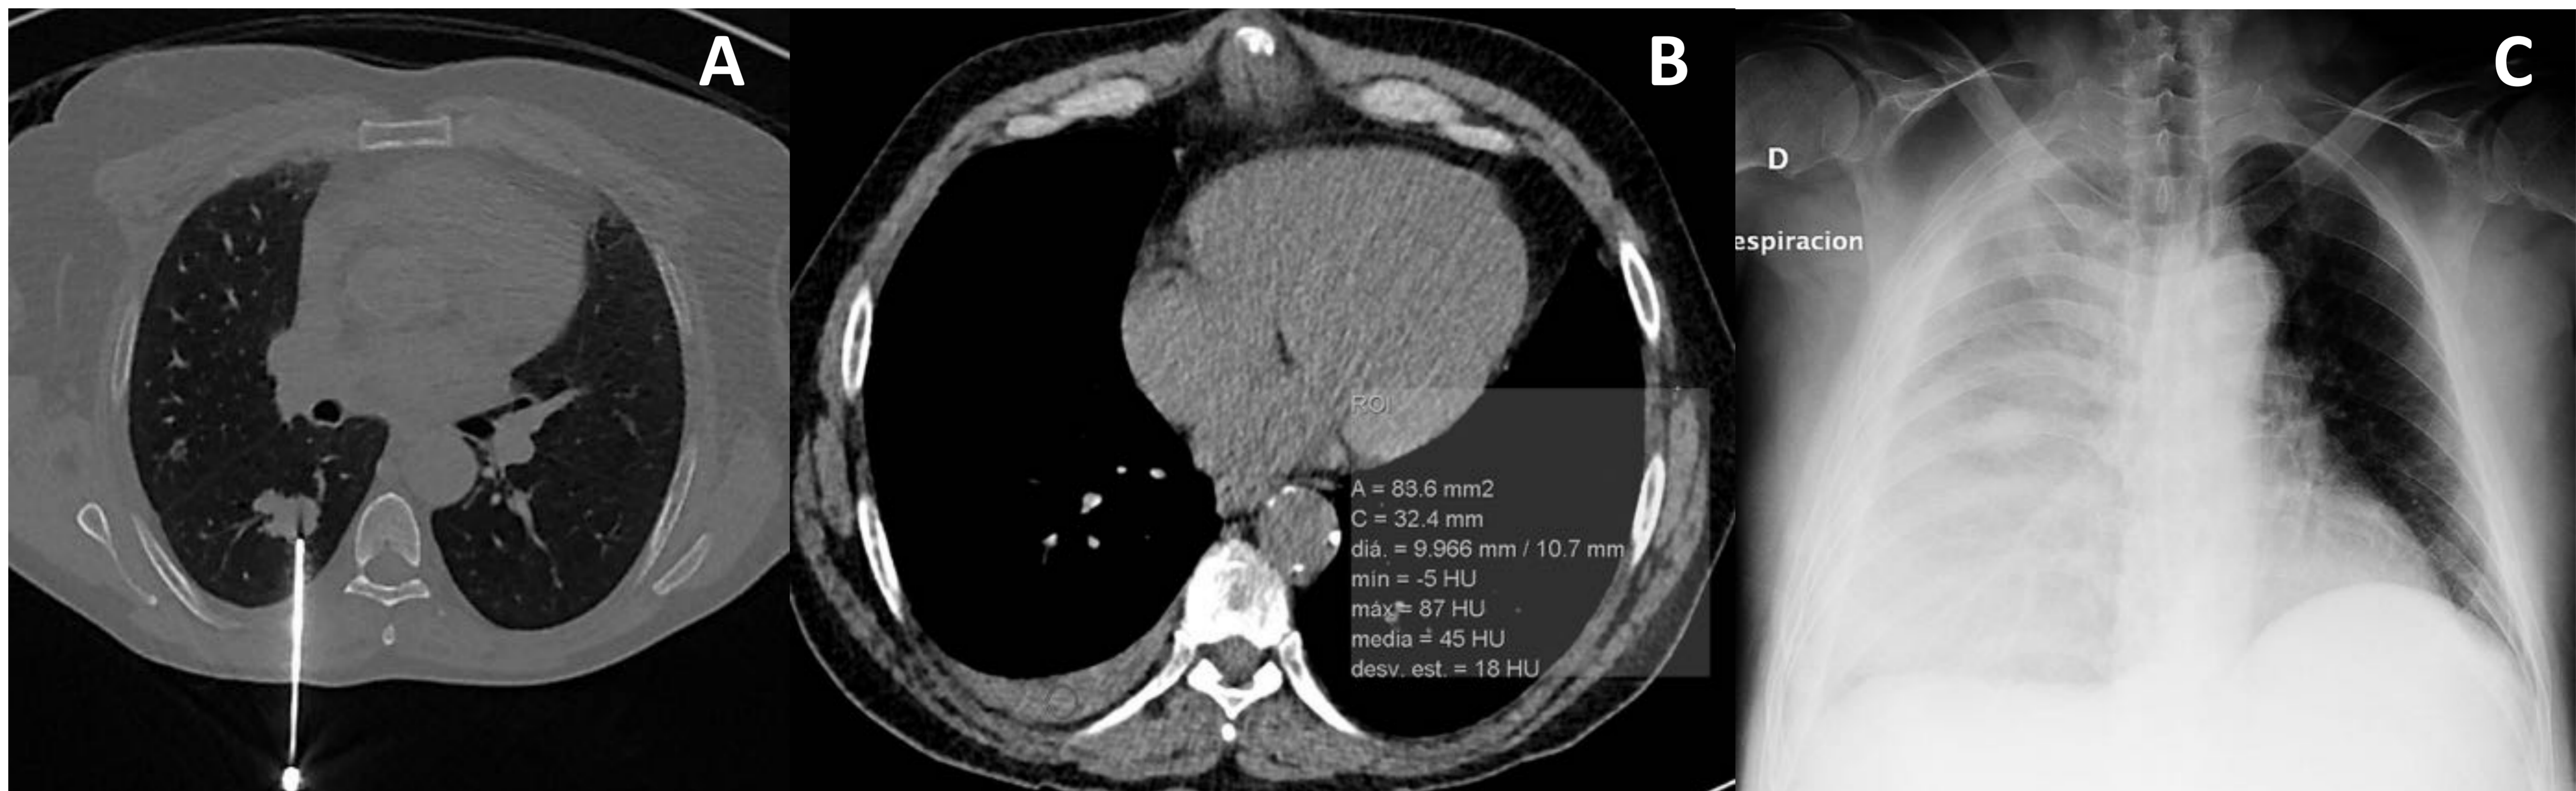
(A) Paciente con nódulo pulmonar en el segmento apical del LID. (B) TC postpunción con pequeño derrame pleural de alta densidad. (C) Radiografía de tórax de control, 2-3 horas después, con opacidad completa del hemitórax derecho secundaria a hemotórax.
